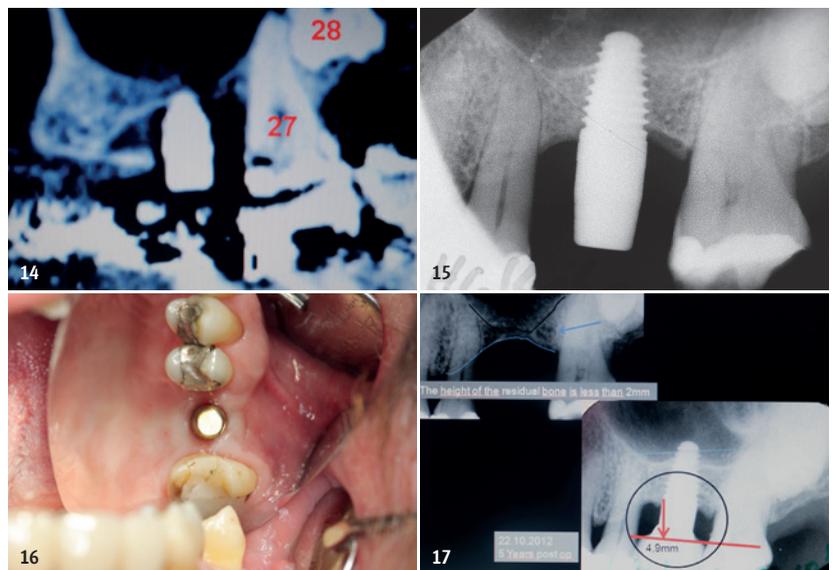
DVT-Aufnahme nach Insertion des Implantats. – Abb. 15: Röntgenbild neun Monate nach der Implantation. – Abb. 16: Zustand neun Monate nach der Implantation. – Abb. 17: Röntgenbilder – oben links: am Operationstag; unten rechts: nach fünf Jahren.
